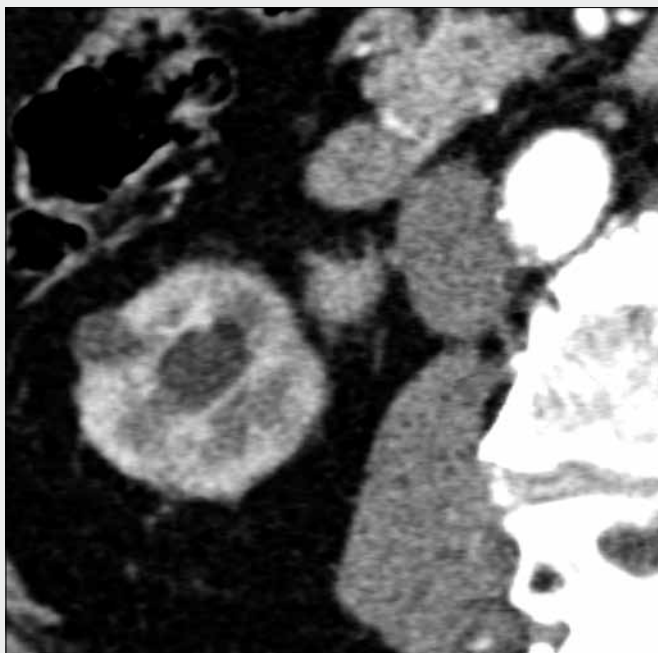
V pánviče koagula a uroteliální karcinom, nádor se zobrazuje jako hypervaskularizovaný na mapě distribuce jódu, koagula jsou hyperdenní na virtuálním nativním obraze. A – konvenční CT obraz; B – virtuální nativní obraz; C – virtuální mapa distribuce jódu; D – fúze
